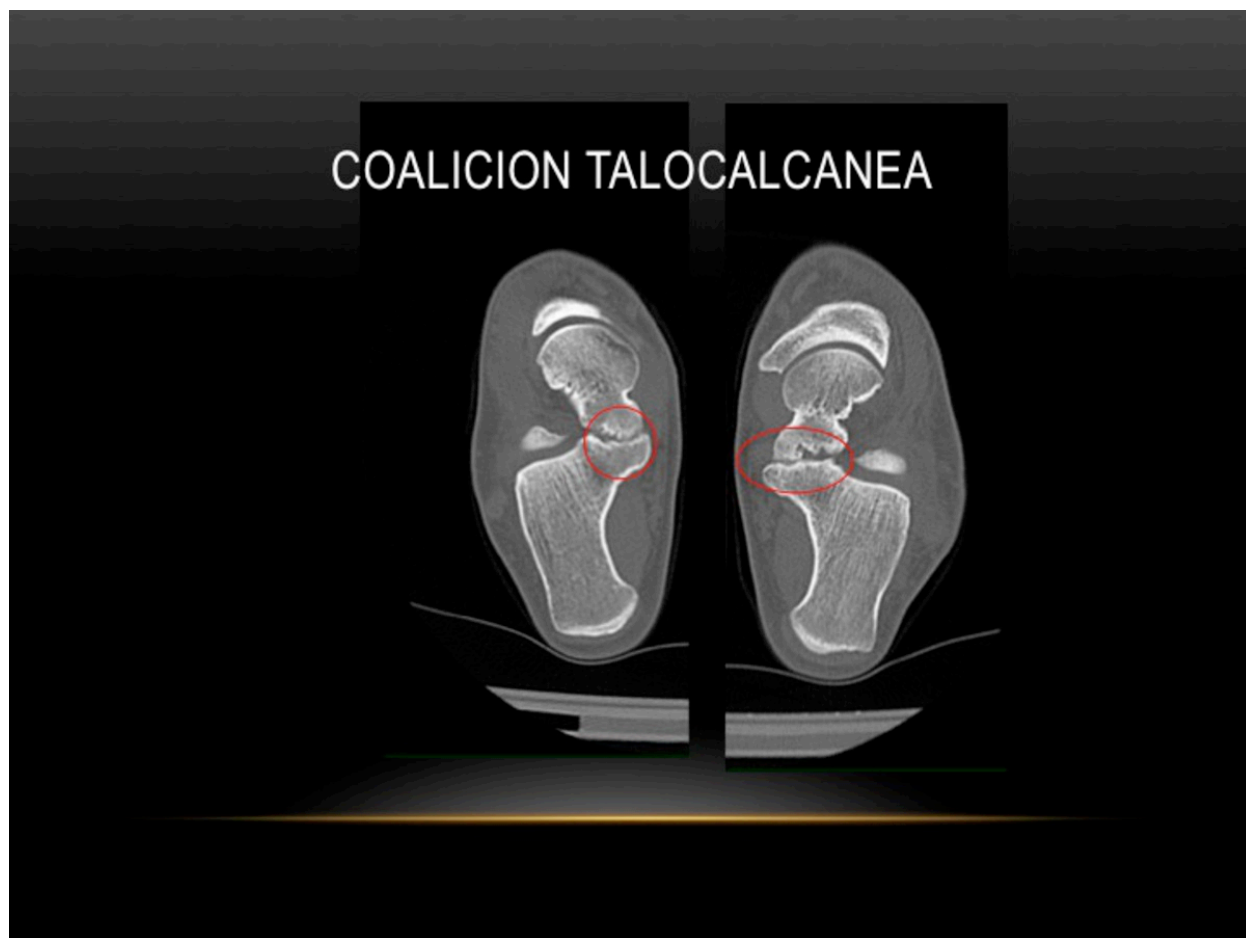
Varón de 22 años. Coalición talocalcánea fibroósea bilateral. TC tobillo corte axial.
